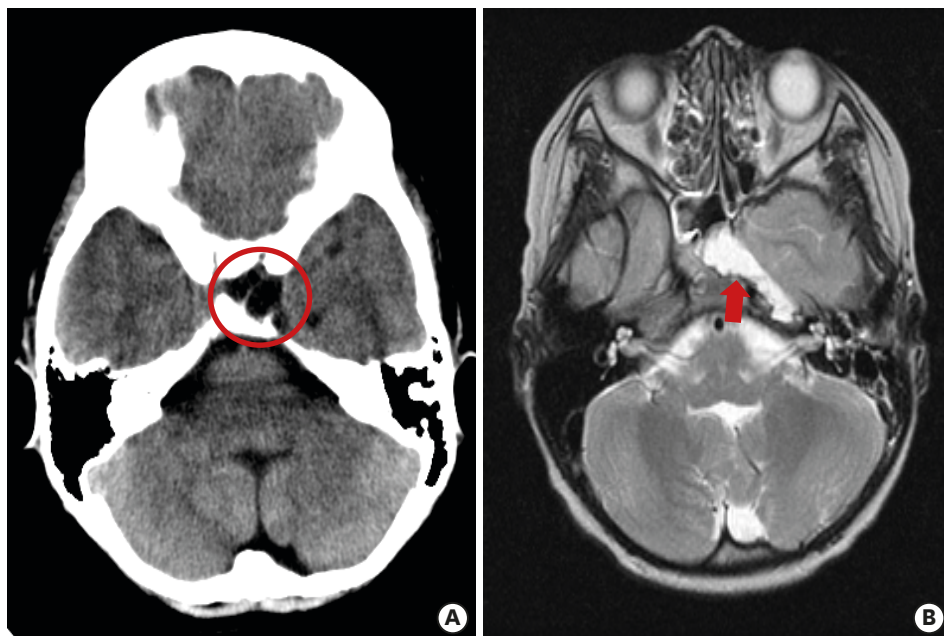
(A) Brain CT image taken at the 1st occurrence of bacterial meningitis, at 8 years of age. There noted low density lesion in left middle cranial fossa (within the circle), which shows similar character as noted on brain CT taken at 21 years of age. (B) Brain magnetic resonance image taken at the 1st occurrence of bacterial meningitis, at 8 years of age. It revealed as lobulated cystic mass in left middle cranial fossa (arrow) on axial T2 weighted image. Abbreviation: CT, computed tomography.
